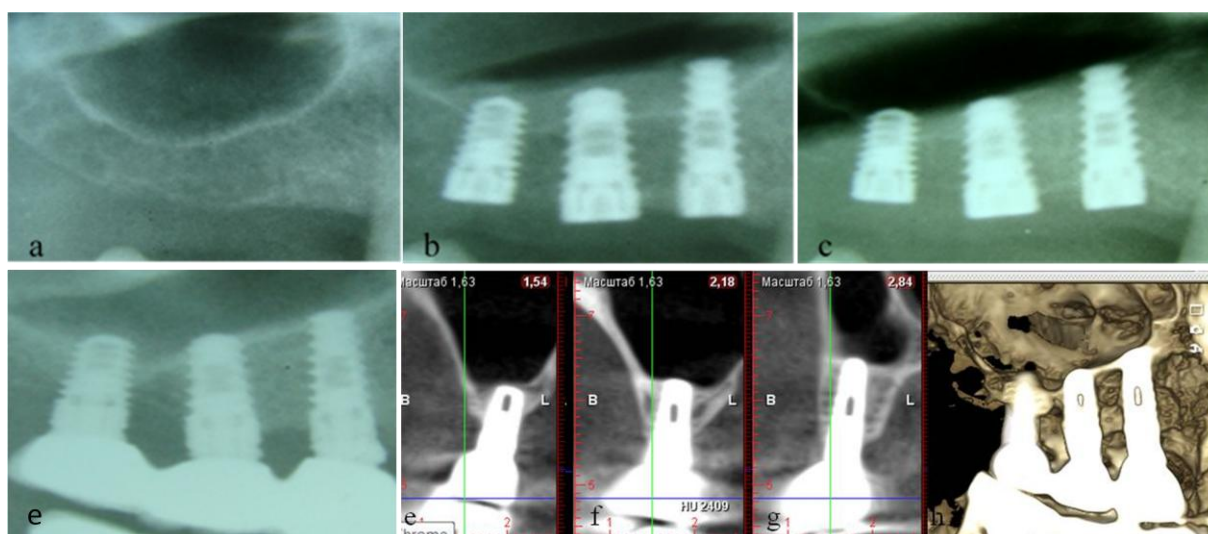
1. F, 48 ani. Absența dinților: 15,16,17,18. a. Fragment OPG anteoperatoriu. Înălțimea ORS d. 15 – 8,5mm; la 16 – 6,3mm; la 17 – 4,9mm. b. Fragment OPG postoperatoriu – instala-late 3 implante. La d.15 – 4,2-11,5, la 16 – 4,2-10 și la 17 – 4,2-8mm. Indicele de remodelare gr. I. c. Fragment din OPG peste 4 luni. Opacitatea s-a micșorat în înălțime, a devenit mai intensă și s-a egalat cu a osului nativ. Indicele de remodelare – gr. II. d. OPG la un an după încărcarea funcțională. Osul intrasinuzal – stabil. Indicele de remodelare – gr. IV. e,f,g,h. Fragmente din CBCT la 4 ani. Imagini în plan frontal și sagital, osul periimplantar stabil.
